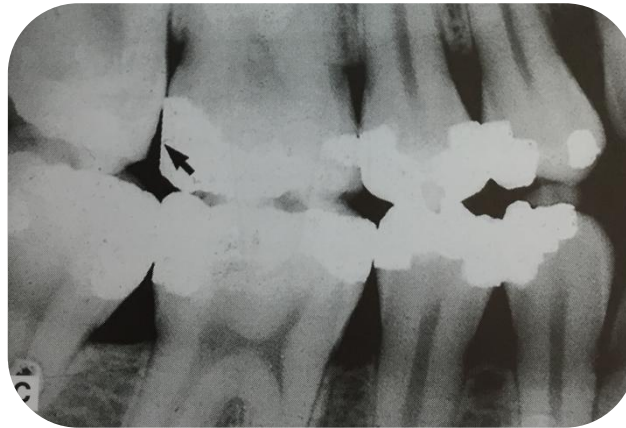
Radiografía de aleta mordible, zona premolares-molares izquierdos. Que muestra con flechas negras bordes salientes, mal contorno, puntos de contacto defectuosos y caries adyacentes a restauraciones y pérdida ósea horizontal.<sup>29</sup>
